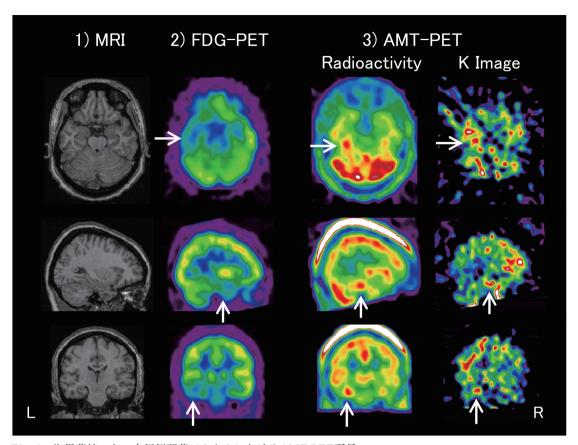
海馬萎縮のない内側側頭葉でんかんにおけるAMT-PET所見 左海馬に焦点を持ち海馬萎縮はみられない内側側頭葉でんかんの患者。1) MRIでは異常を認めない。 2) FDG-PETでは左側頭葉に広範な集積低下を認める(矢印)。3) AMT-PETでは左海馬にAMTに 高集積を認める(矢印)。
